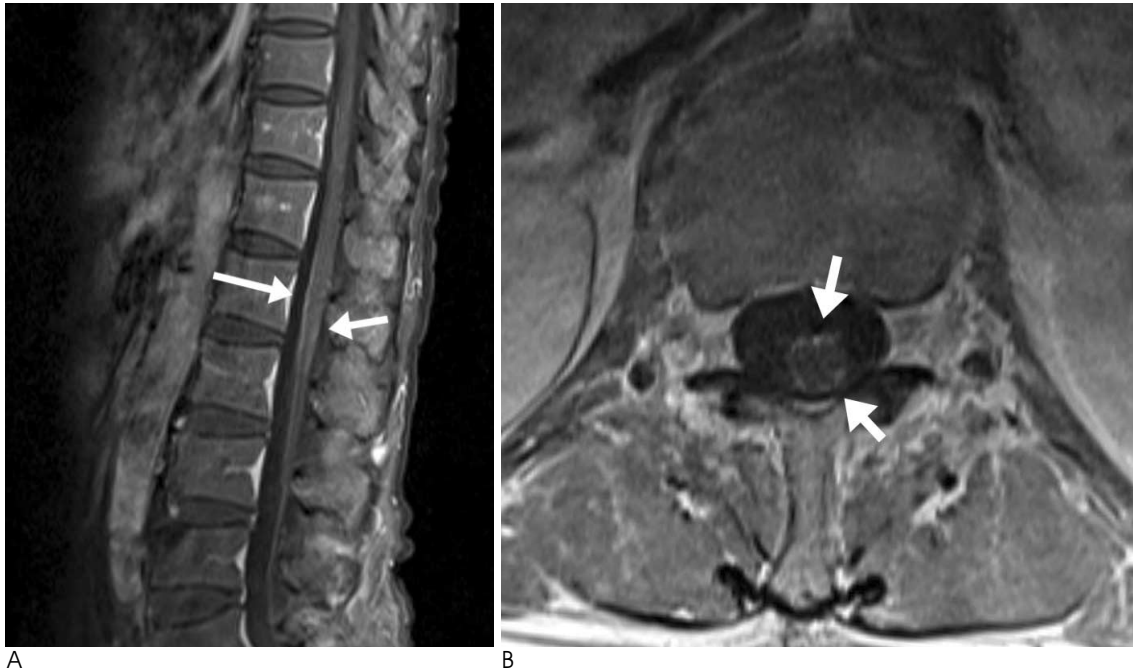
59-year-old male confirmed to tuberculous leptomeningitis with caudal equina syndrome including acontractile neurogenic bladder, constipation, and right lower leg pain. Sagittal (A) and axial (B) contrast enhanced T1-weighted MR images reveals ring-like peripheral enhancement lesions (arrows) in the conus medullaris.
